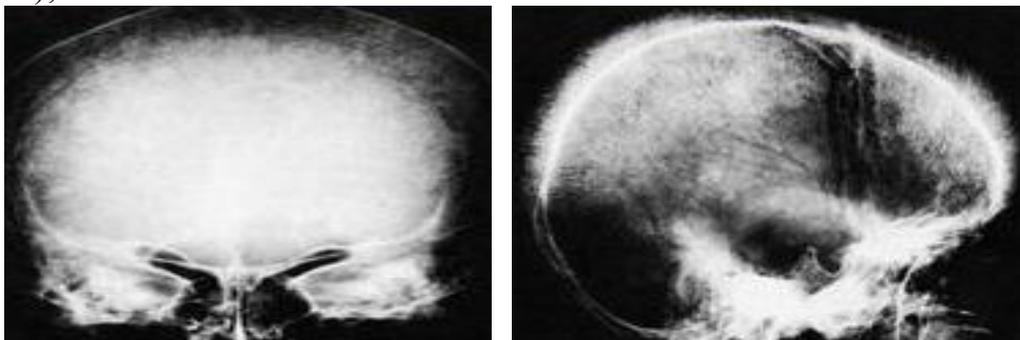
Рентгенограммы костей черепа при β -талассемии.
